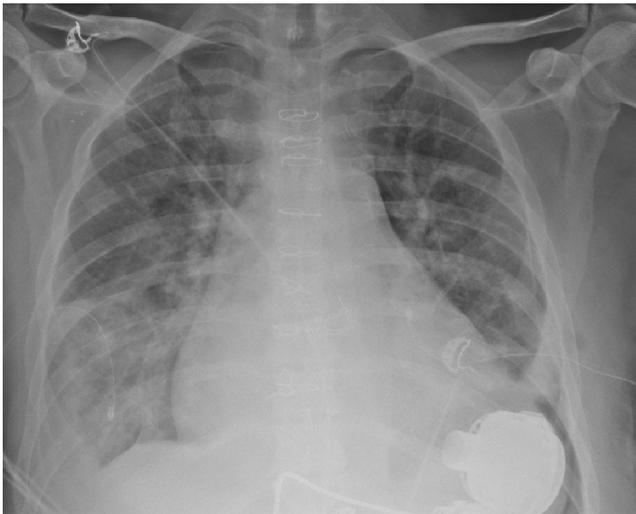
Radiographie thoracique de face. Opacités bilatérales prédominantes à droite, associées à un épanchement pleural. Heart Mate III en place
